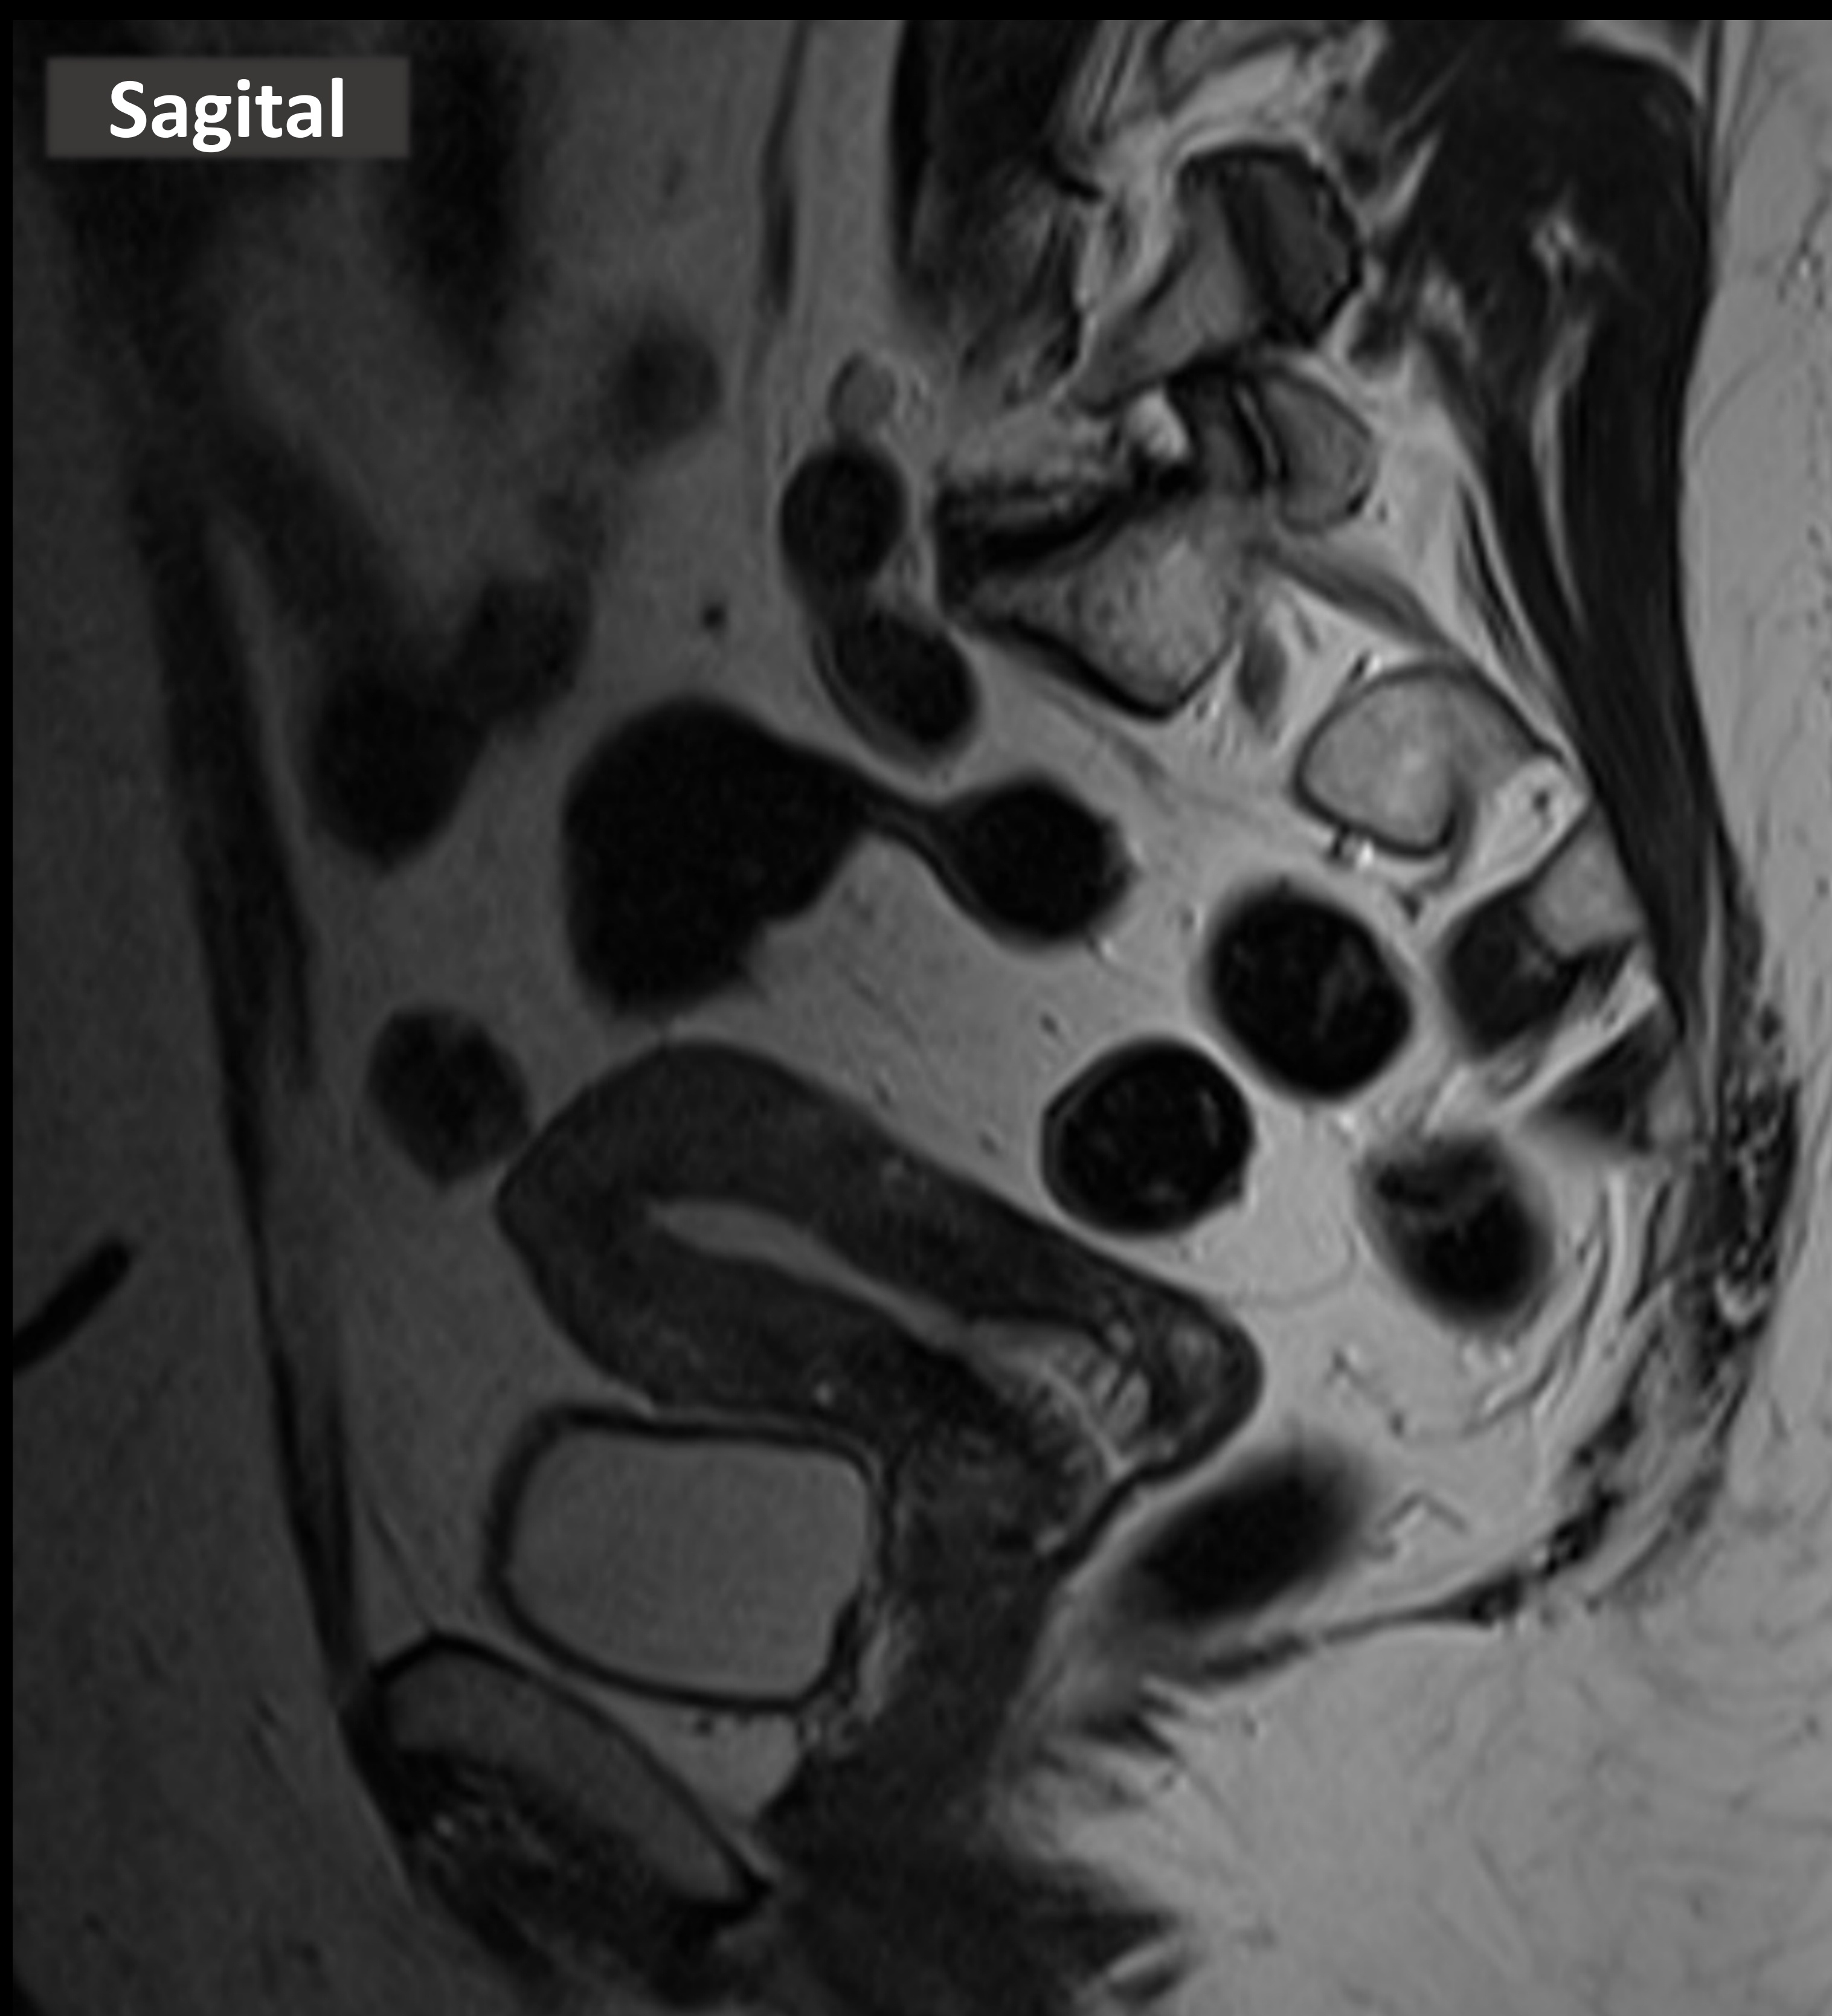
RM de pelvis en paciente con antecedentes legrado-conización cervical con diagnóstico histológico de carcinoma escamocelular bien diferenciado, queratinizante. Planos sagital y axial, con imágenes ponderadas en T2. Se visualiza una dilatación de las glándulas de toda la mucosa endocervical con adelgazamiento/borrado del estroma, sin compromiso uterino, vaginal ni parametrial. Ganglios iliacos externos bilaterales indeterminados. Conclusión: neoplasia cervical en probable estadio IB, según la clasificación de FIGO (2018).
